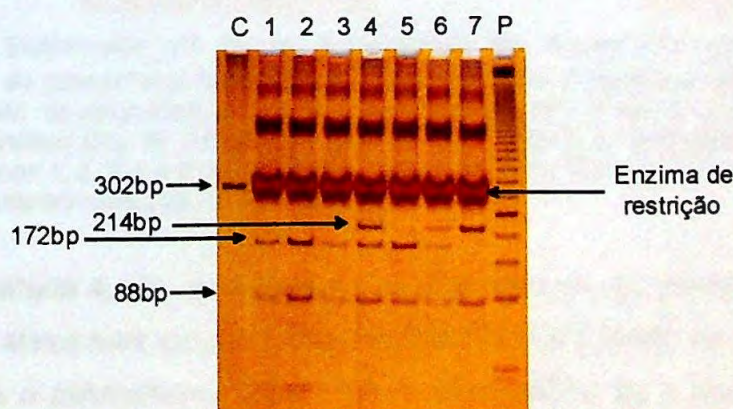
Eletroforese em gel de poli-acrilamida 8% corado com prata do produto de amplificação do polimorfismo C3435T do gene *MDR1*; linhas 1, 2, 3 e 5: genótipo CC; linhas 4 e 6: genótipo CT; linha 7: genótipo TT; linha P: padrão de tamanho molecular de 50 bp; linha C: produto de PCR.
